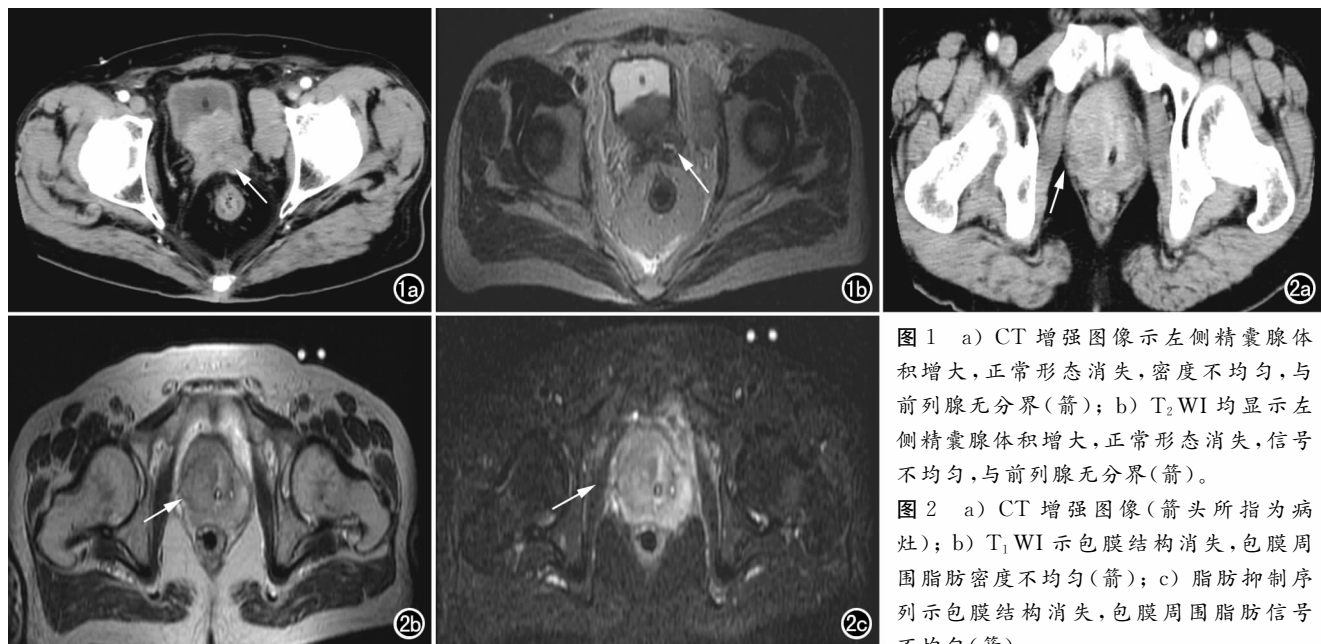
a) CT 增强图像示左侧精囊腺体体积增大,正常形态消失,密度不均匀,与前列腺无分界(箭); b) T_2 WI 均显示左侧精囊腺体体积增大,正常形态消失,信号不均匀,与前列腺无分界(箭)。
